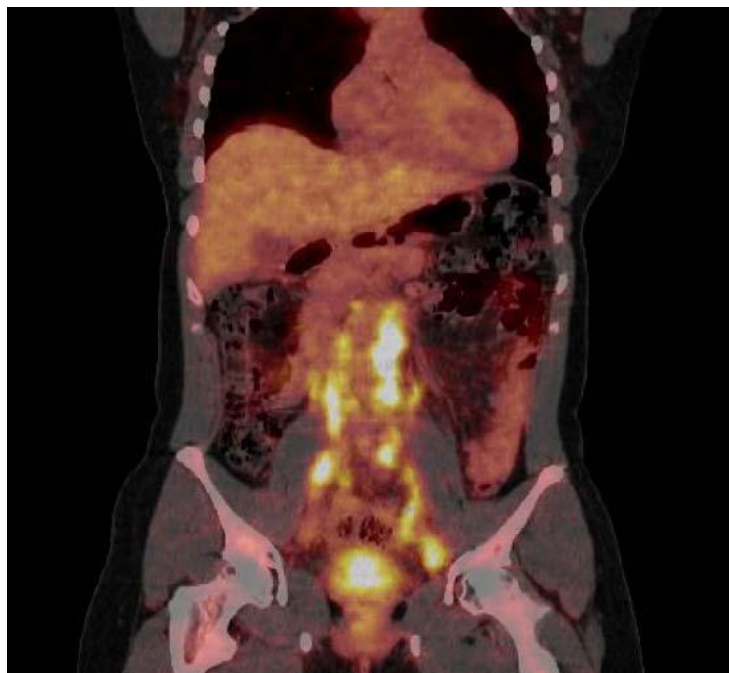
Patiente adressée pour prise en charge d'un carcinome épidermoïde invasif du col utérin, classé stade IIB. La coupe TEP-TDM fusionnée en coupe coronale met en évidence un hypermétabolisme intense de la tumeur cervicale primitive, des chaînes ganglionnaires pelviennes et lombo-aortiques
